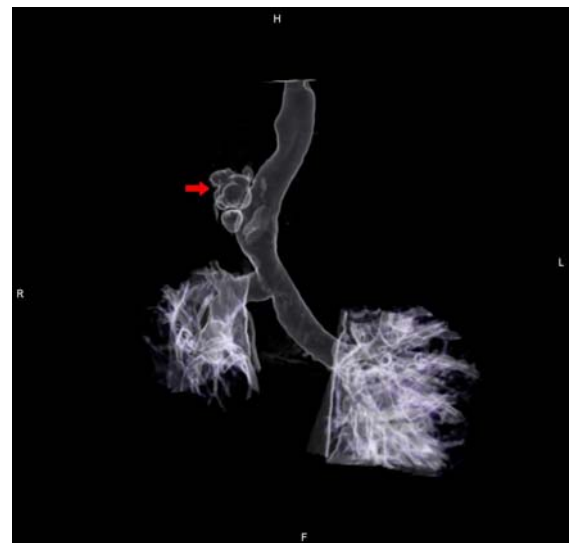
3-dimensional bronchus CT scan after subtraction of lung lobe.
